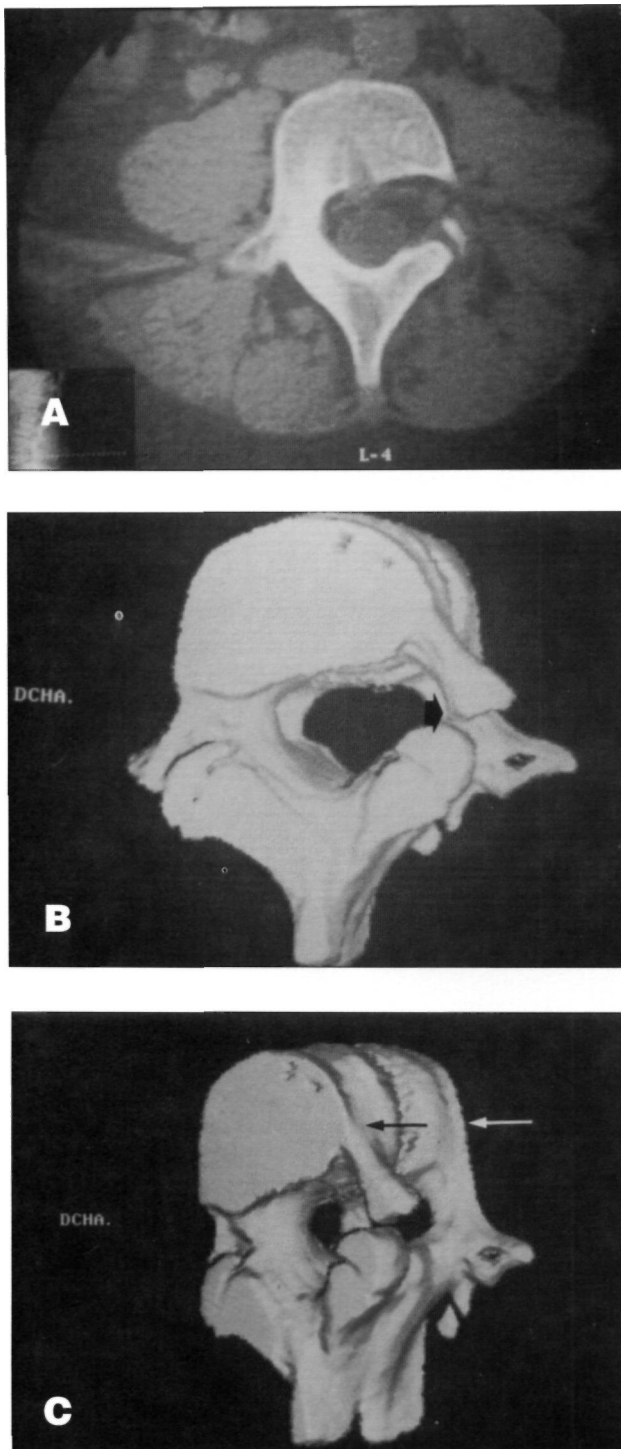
A) Hipoplasia congénita de cuerpo vertebra L4. Imagen de la TAC. B) Reconstrucción con 3D-TAC. Visión caudal. (Señalada con flecha la alteración en hemivértebra izquierda). C) Imagen latero-caudal. (Señalado con flecha blanca el cuerpo vertebral L3, con flecha negra el cuerpo de L4).
